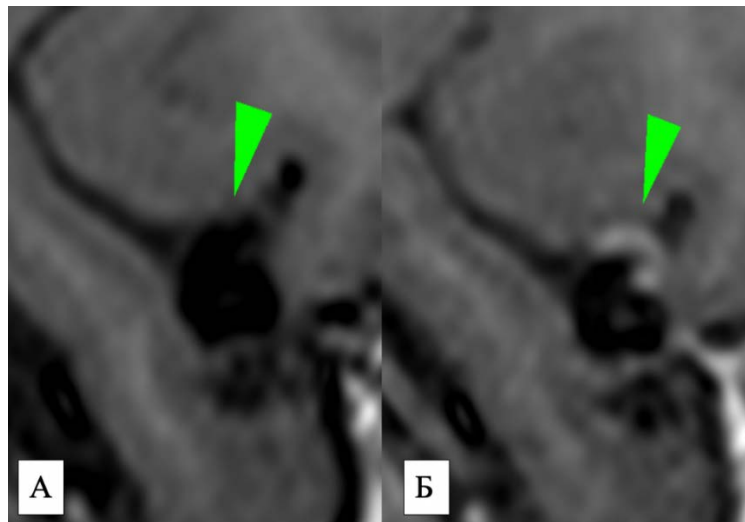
Пациентка С., 53 года. МРТ головного мозга: T1 CUBE до (А) и после (Б) в/венного введения контрастного препарата. Определяется мешотчатая аневризма средней мозговой артерии с циркулярным накоплением контрастного препарата ее стенкой (зеленая стрелка)
